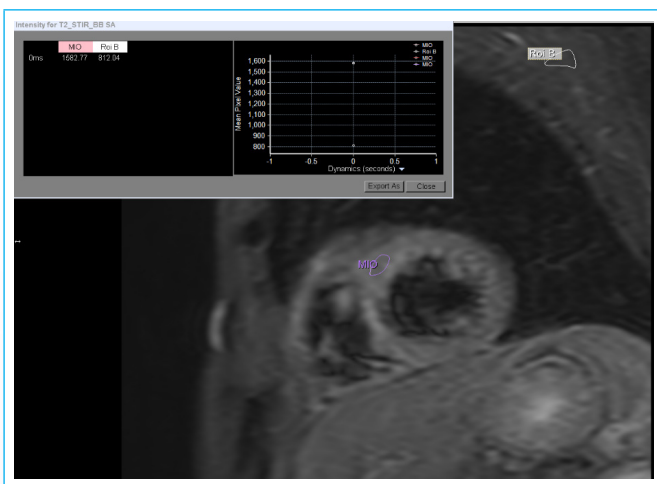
Resonancia magnética cardiaca. Secuencia T2-STIR, eje corto medioventricular izquierdo; relación de intensidad miocardio/músculo esquelético: 1.94, congruente con edema miocárdico.
